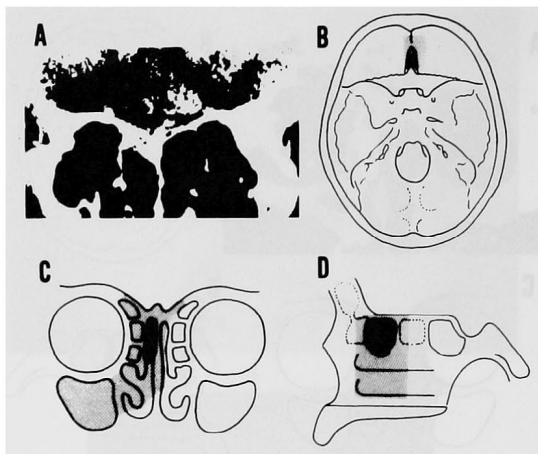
症例OL1のCT像(A)、病巣(黒ぬり)と切除(灰色)の範囲(B, C, D)。
